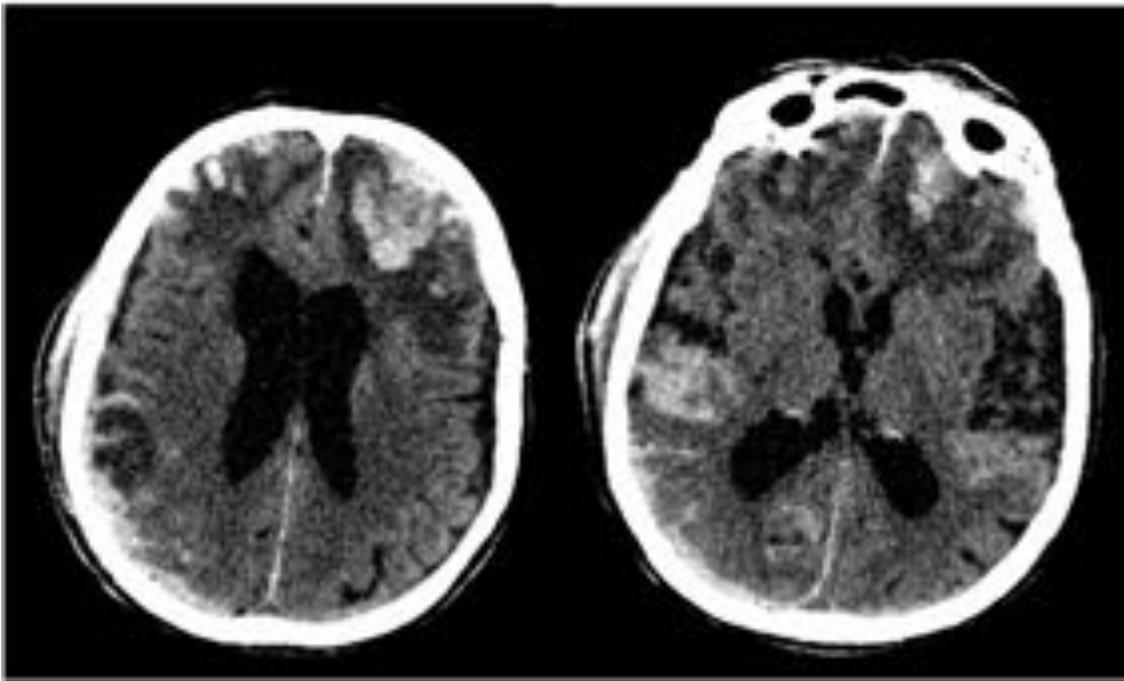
Mujer de 95 años que presenta disminución del nivel de consciencia tras TCE. TC sin contraste muestra extensa HSA en ambos hemisferios, hematomas subdurales agudos y contusiones hemorrágicas frontales y temporales.
